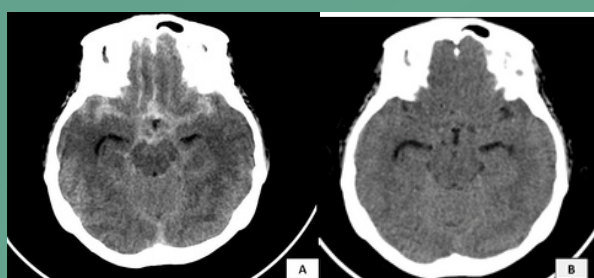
Head CT Scan pasien dengan perdarahan subarahnoid
